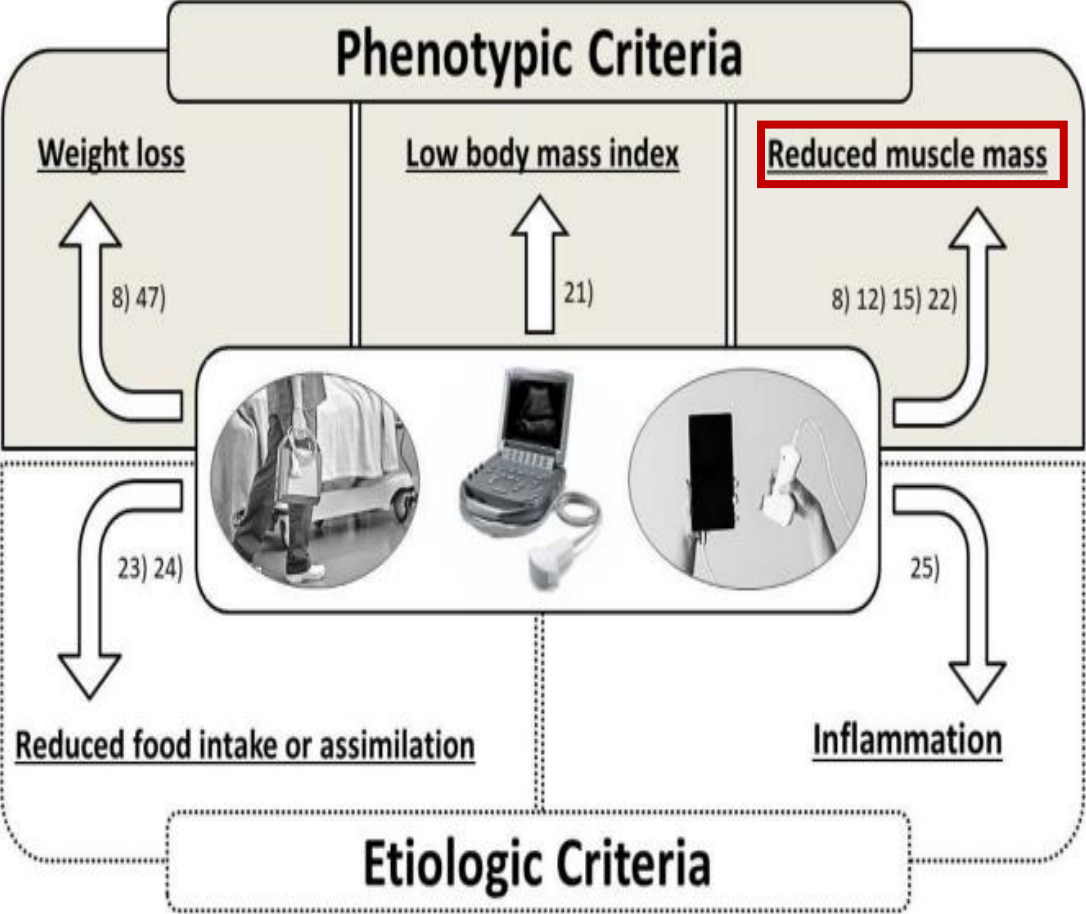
Diagnosis of malnutrition using ultrasound by the Global Leadership Initiative on Malnutrition.
